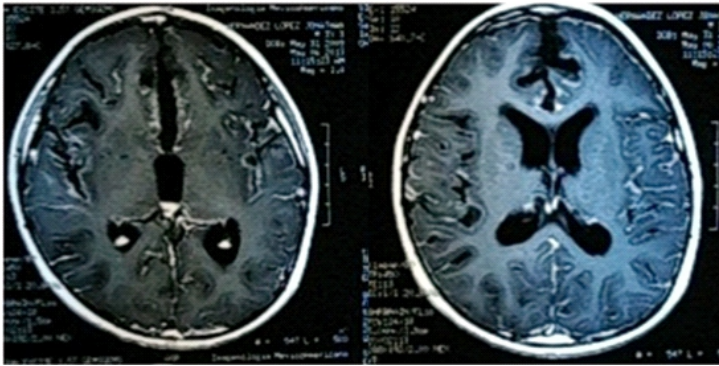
Resonancia magnética cerebral con gadolinio corte axial presencia de aumento de tamaño de sistema ventricular, así como presencia de atrofia cortical de predominio frontal, con presencia de hipercaptación de contraste en leptomeninges.
